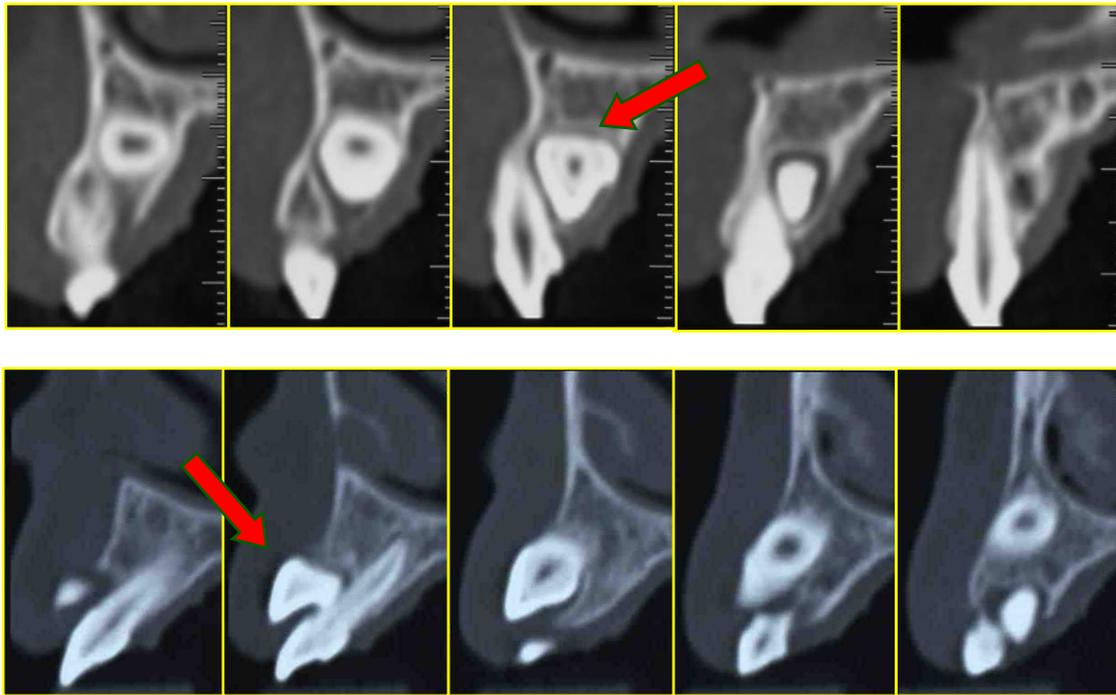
TOMOGRAFIA COMPUTORIZADA
